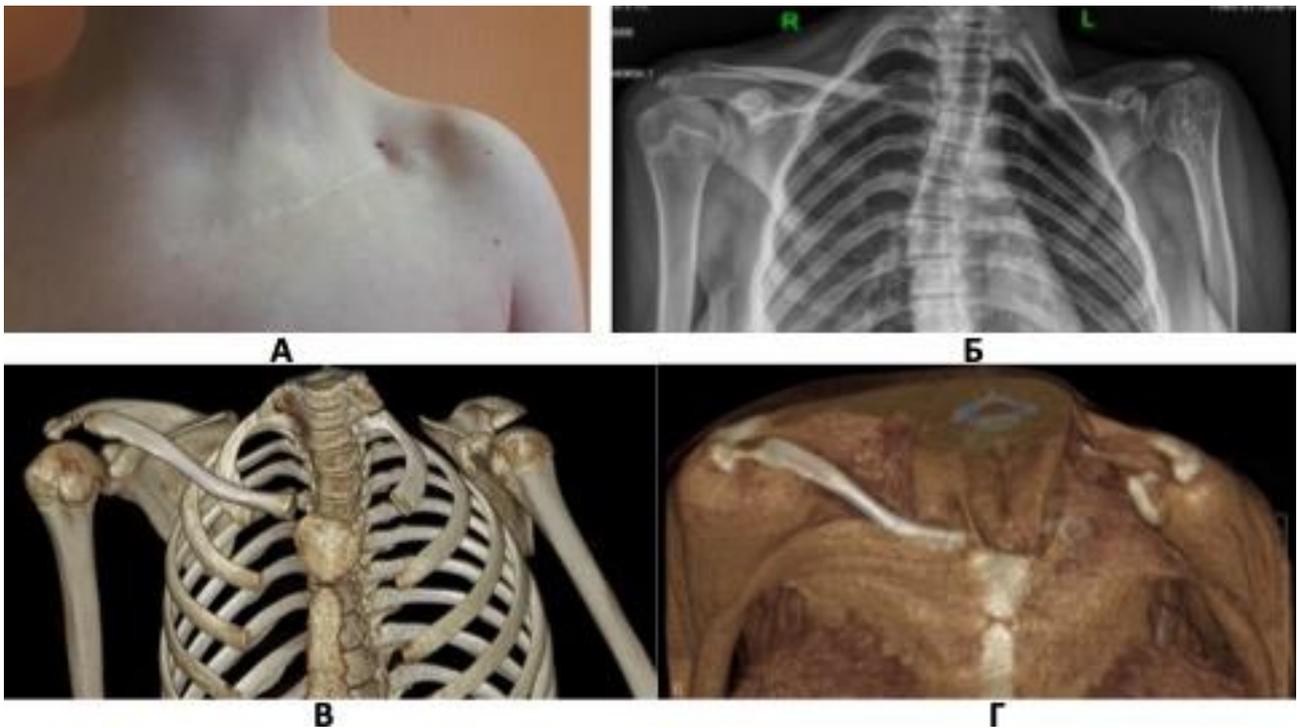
Состояние после тотального удаления ключицы у ребенка Б. С диагнозом «саркома Юинга»: А – внешний вид надплечья, Б – рентгенограмма до операции, В, Г – данные МСКТ
